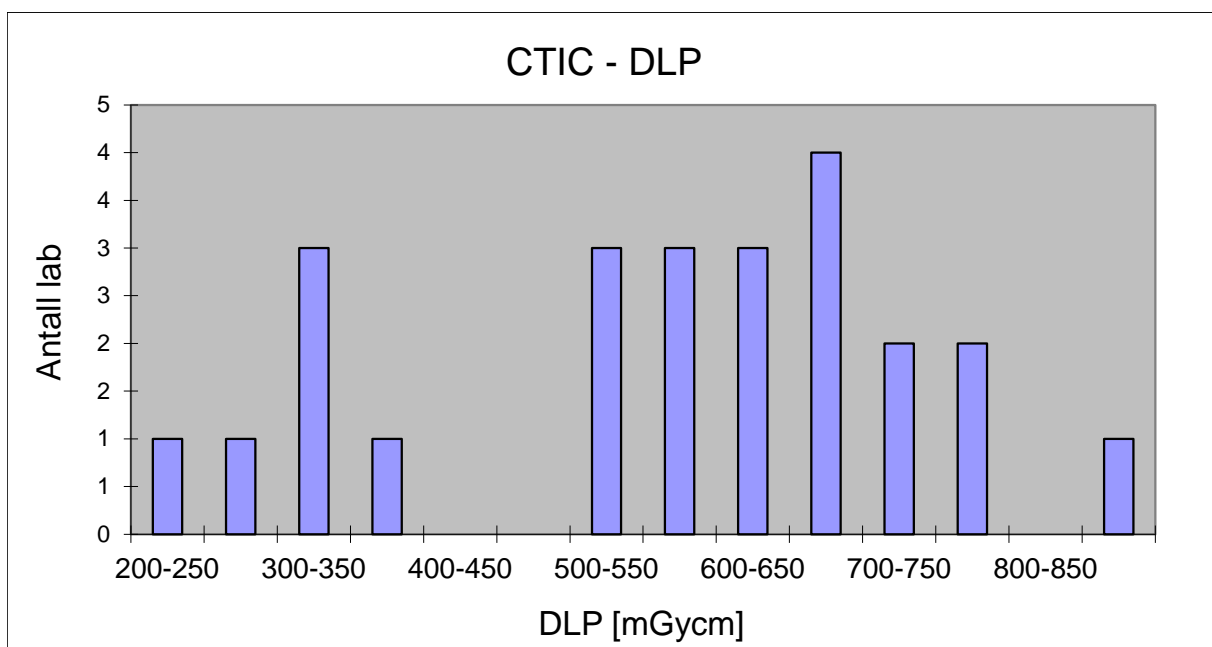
Fordeling av de innsamlede DLP verdiene for CT colon.
